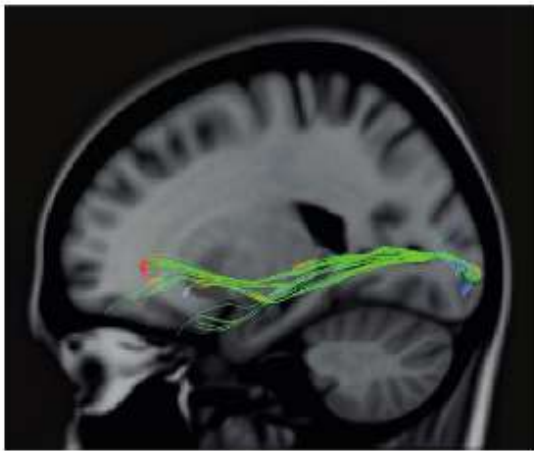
A- Reconstruction par IRM de diffusion du faisceau occipito-frontal inférieur. Ce faisceau est l'un des faisceaux les plus faciles à reconstruire avec l'IRM de diffusion moderne. B- Reconstruction par IRM de diffusion du faisceau unciné (Petrides, 2013)
